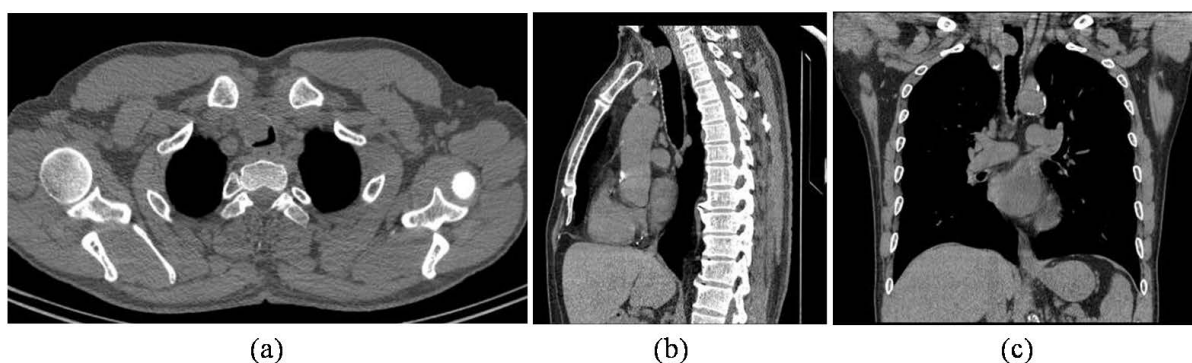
(a)~(c) Intraluminal type, plain CT transverse, sagittal, and coronal positions show that the broad basal process of the trachea in the cervical segment is directed into the intraluminal nodule, and the tracheal wall is infiltrated and thickened
